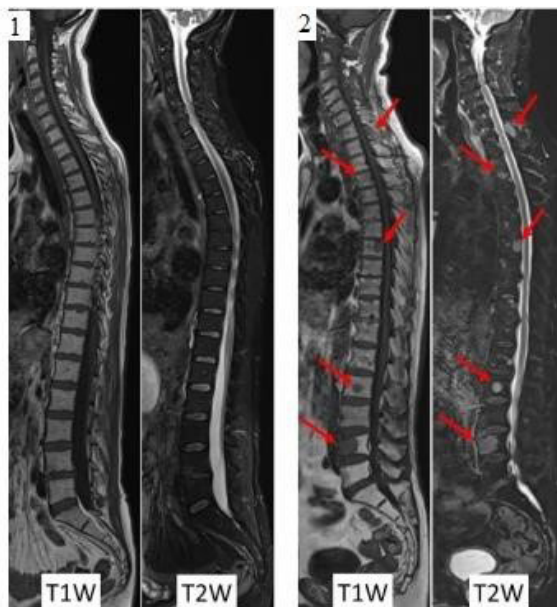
Imagem de RM aparência normal (1) envolvimento focal (2)
